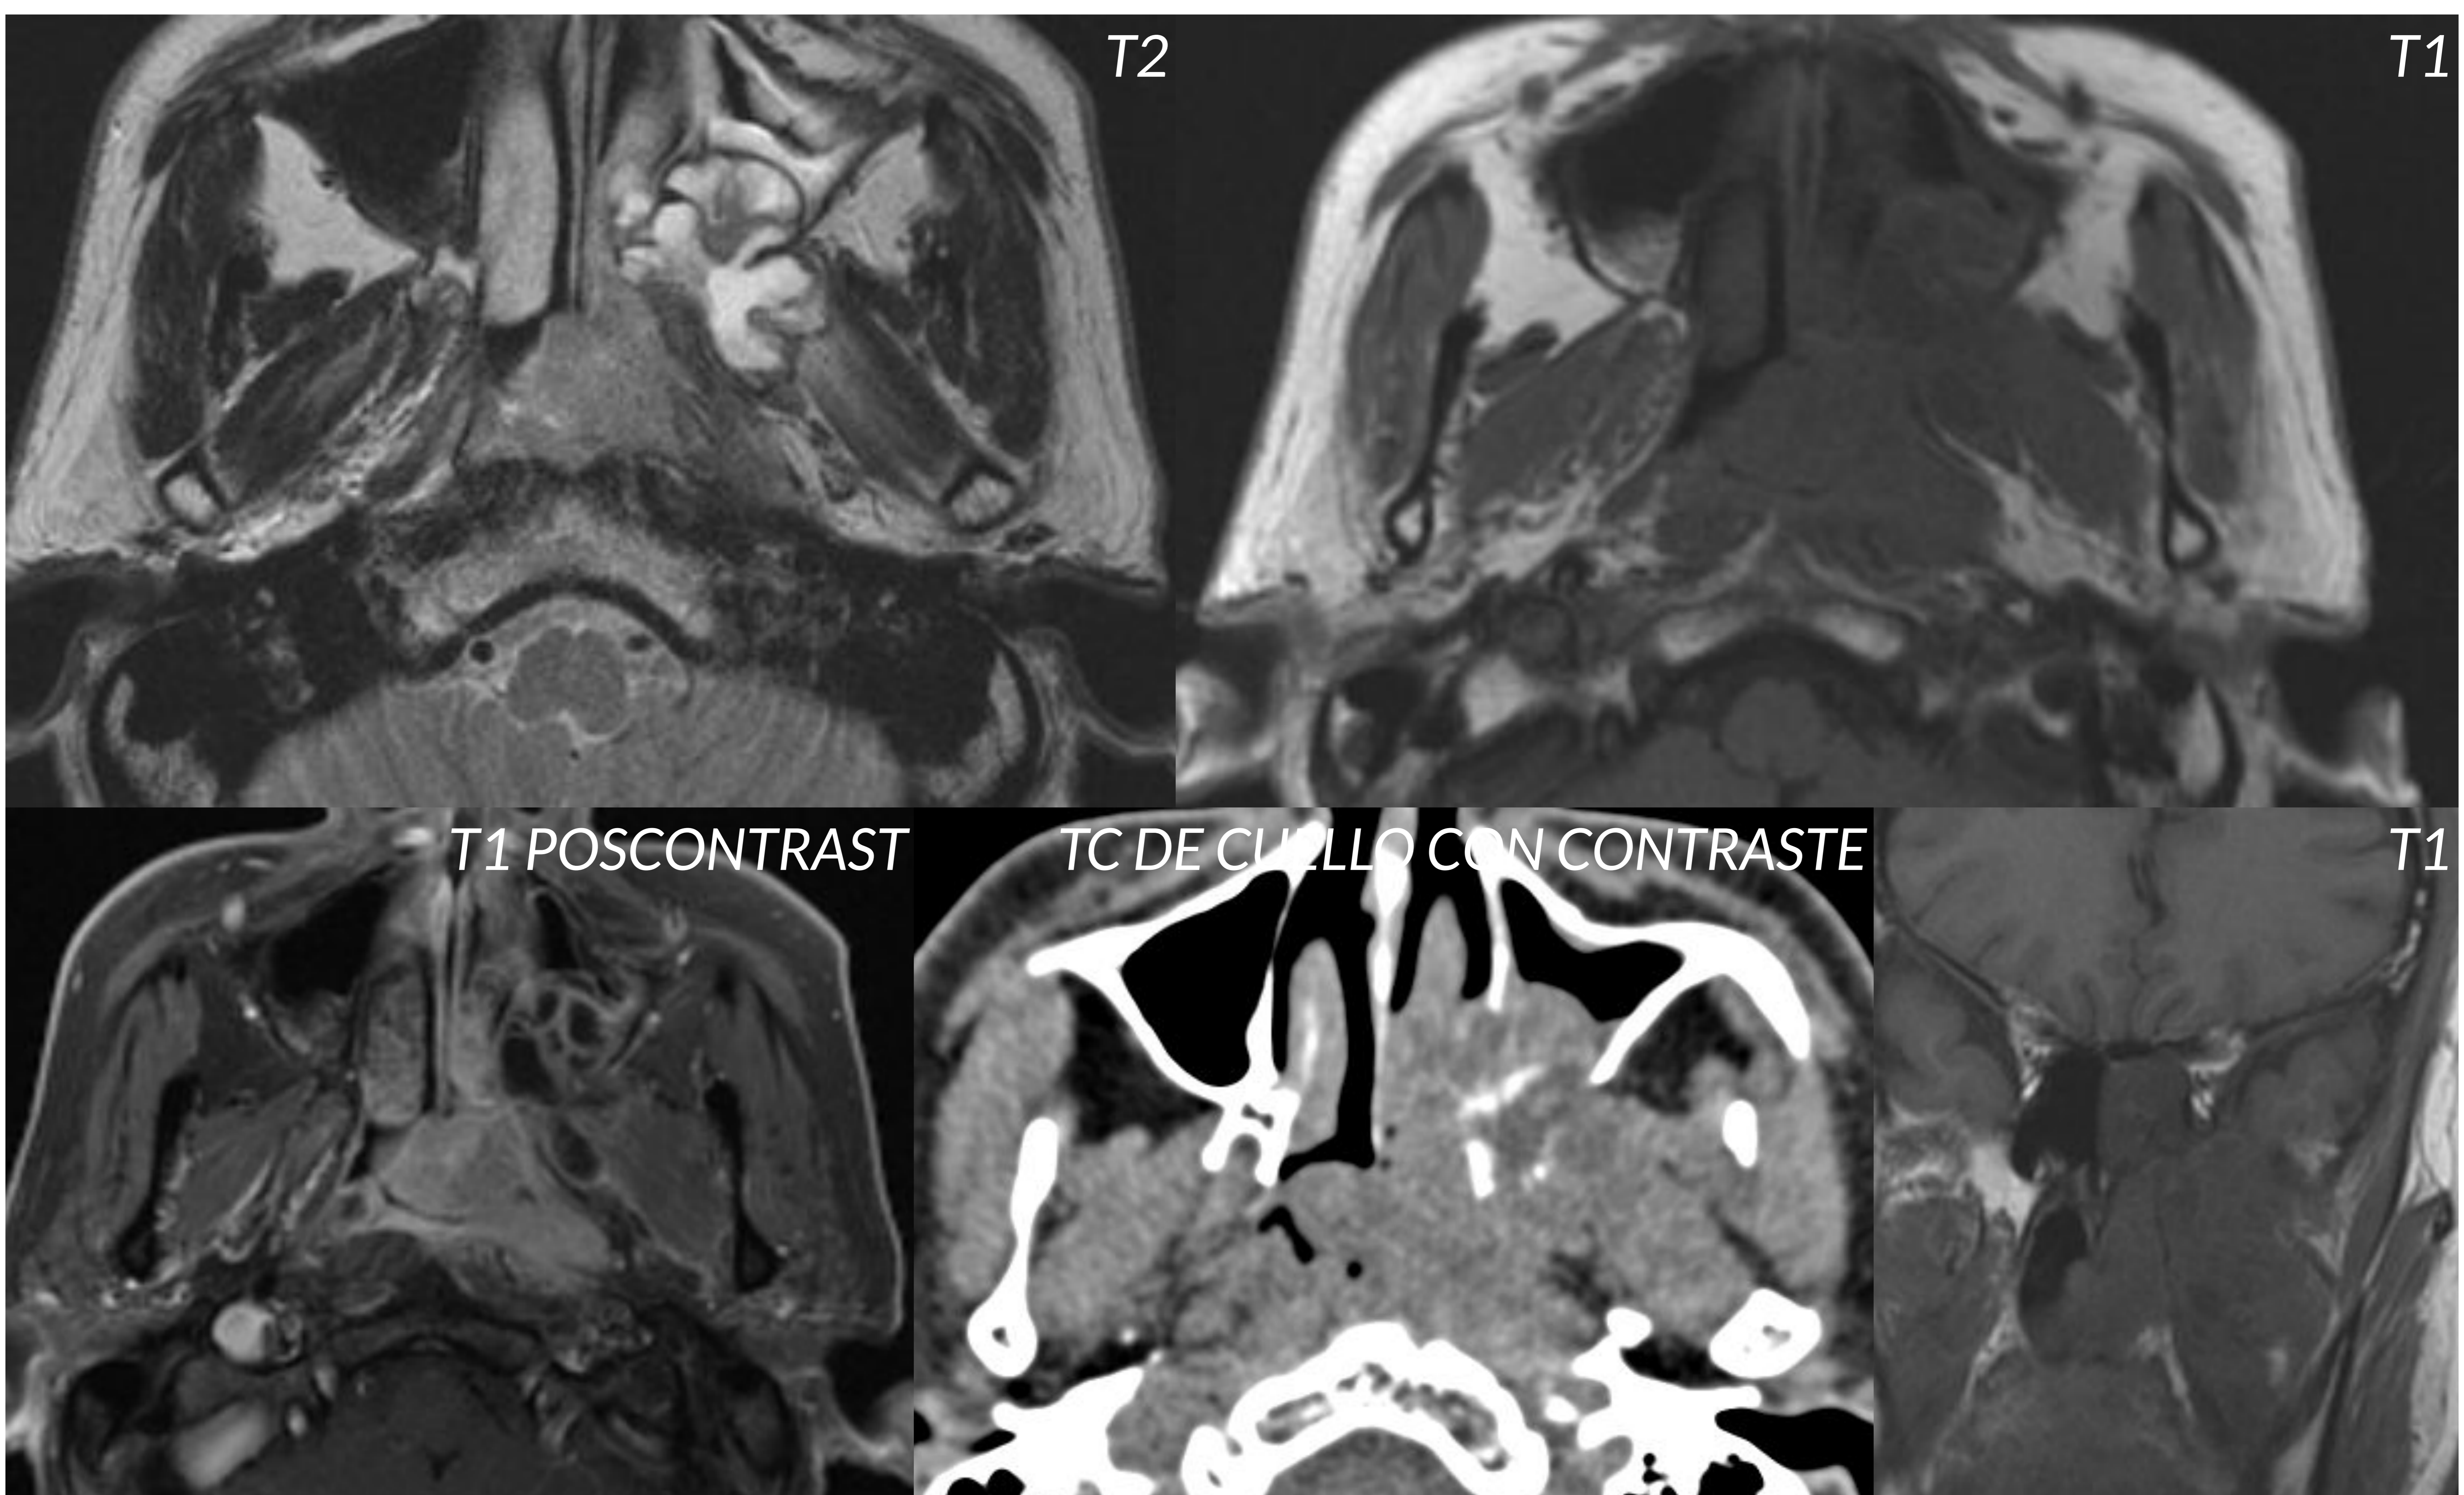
RM de cara (senos). Cortes axiales y coronal (A).
